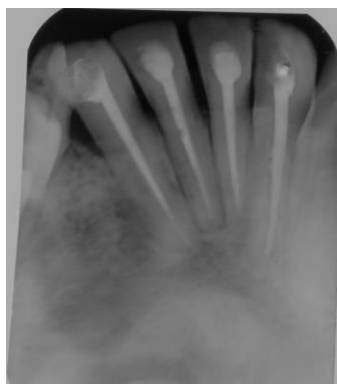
radiografia periapical final
